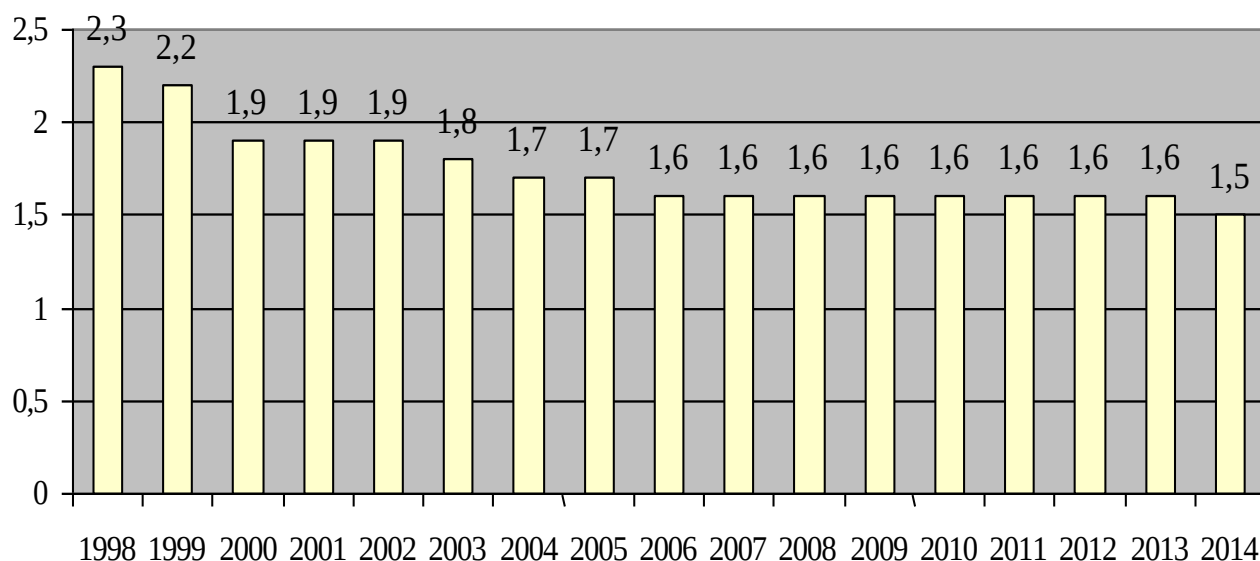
Asigurarea cu medici obstetricieni-ginecologi în sistemul MS al RM în perioada 1998–2014 (la 10 000 de locuitori)
